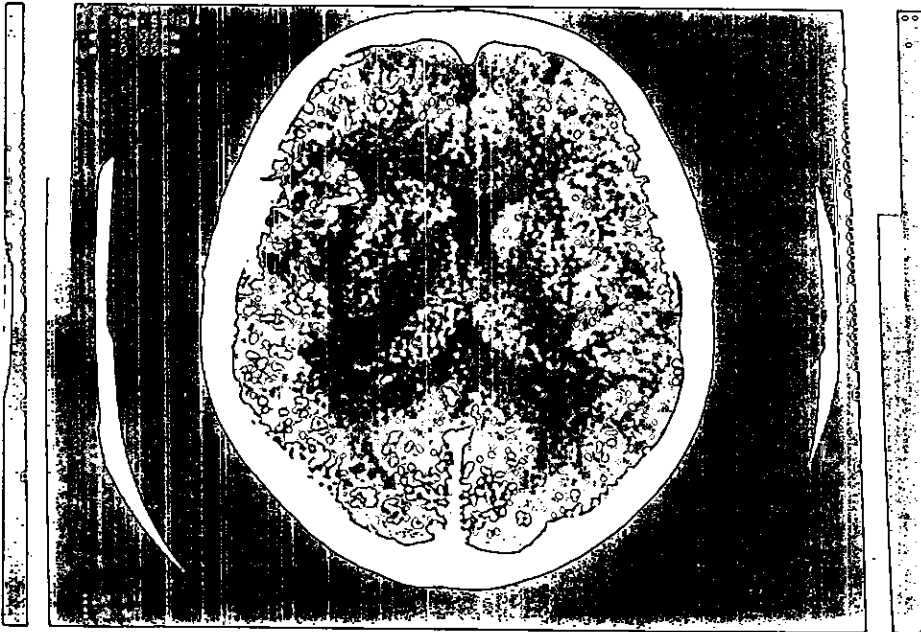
TAC CON INFARTO ACMD
